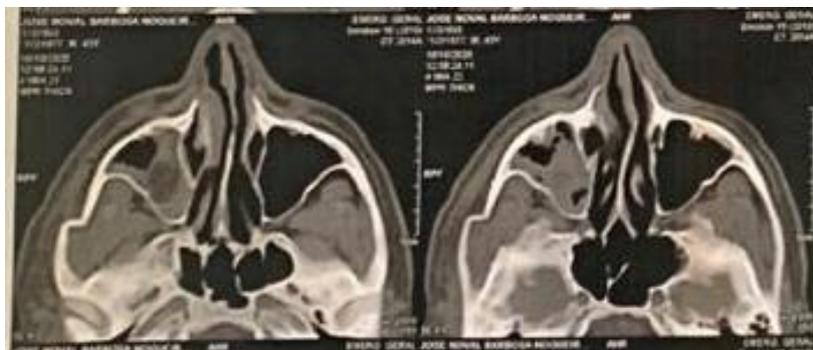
Tomografia Computadorizada: corte axial. Fonte: Maxsuel Bezerra da Silva
